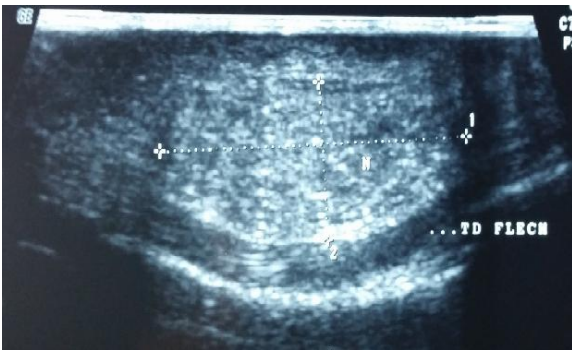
Image échographique de la masse tumorale
